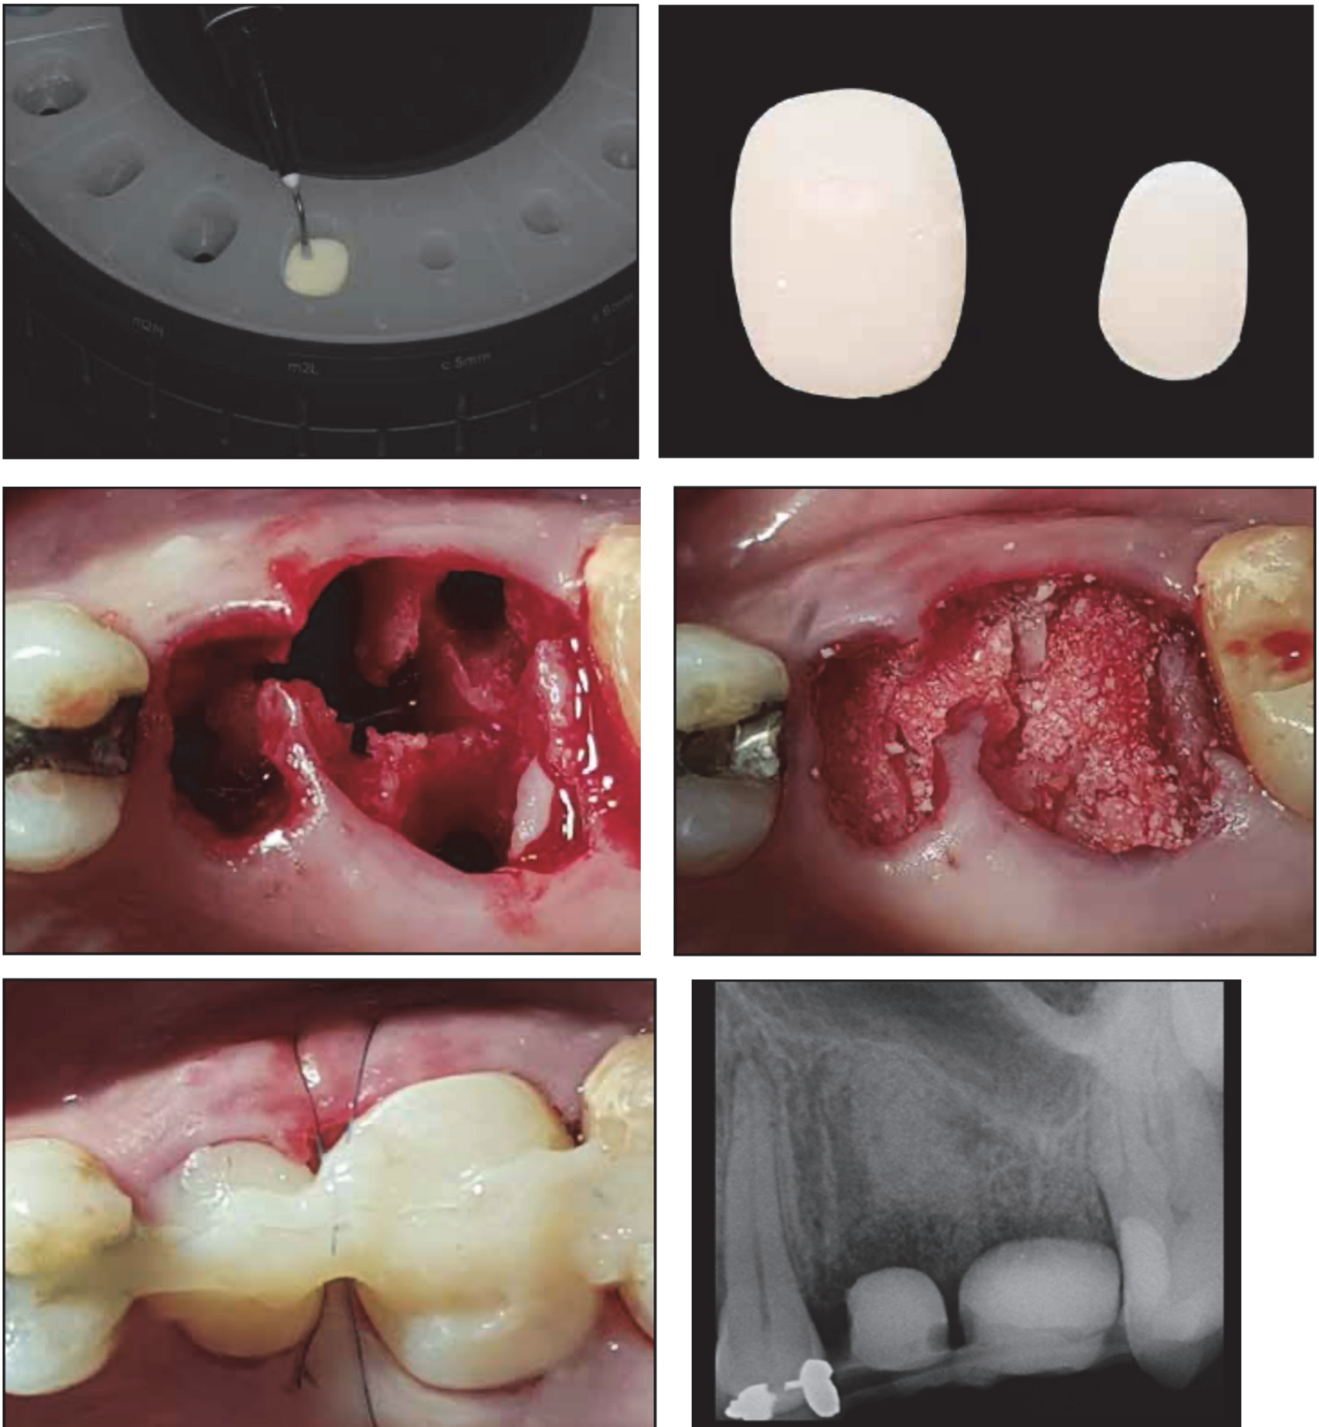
(suite) – Fabrication des CSP dans le moule cervical correspondant au guide. Avulsion atraumatique, comblement de l'alvéole et connexion des CSP aux dents adjacentes. Radiographie post-opératoire.
